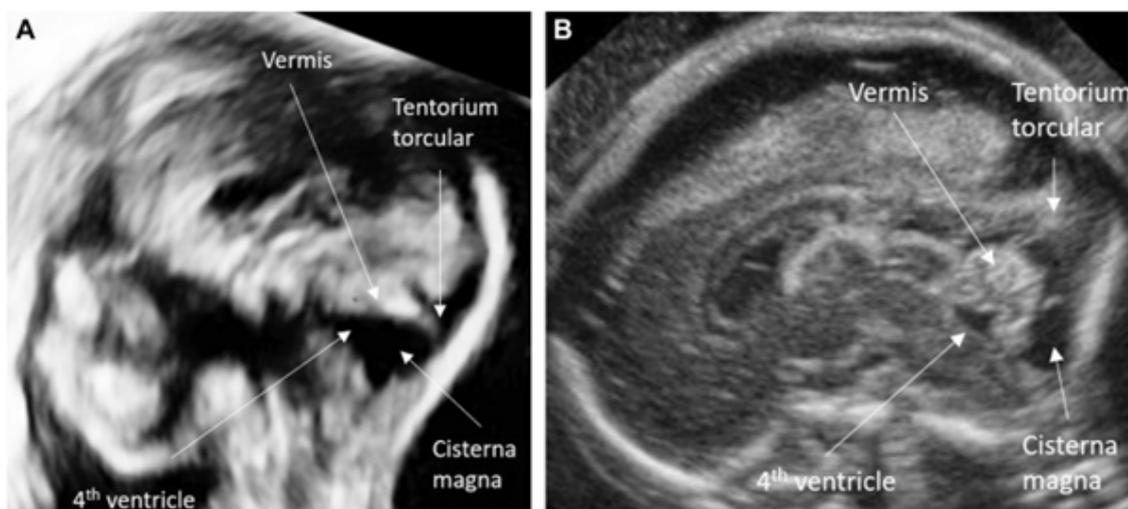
Ultrassonografia de um feto com SDW: ausência parcial do vermis, dilatação do quarto ventrículo e fossa posterior alargada.
